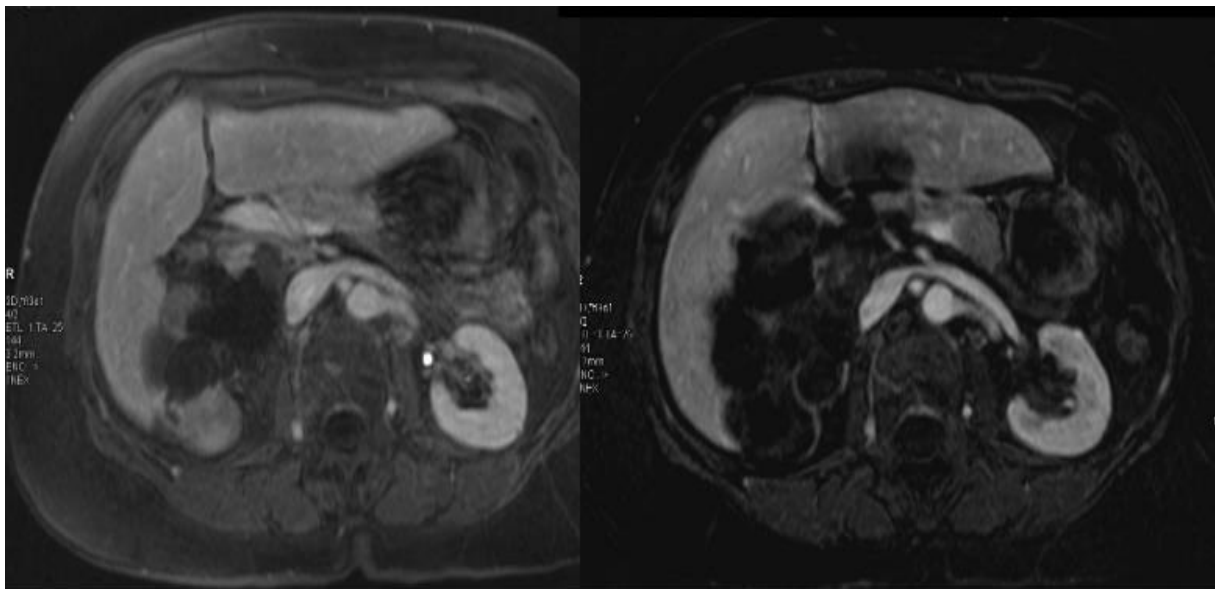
Image d'IRM hépatique avant et après injection du gadolinium intraveineux : Découverte fortuite d'une lésion kystique multiloculaire du foie chez un homme de 73 ans : Cystadénocarcinome hépatique [51].
